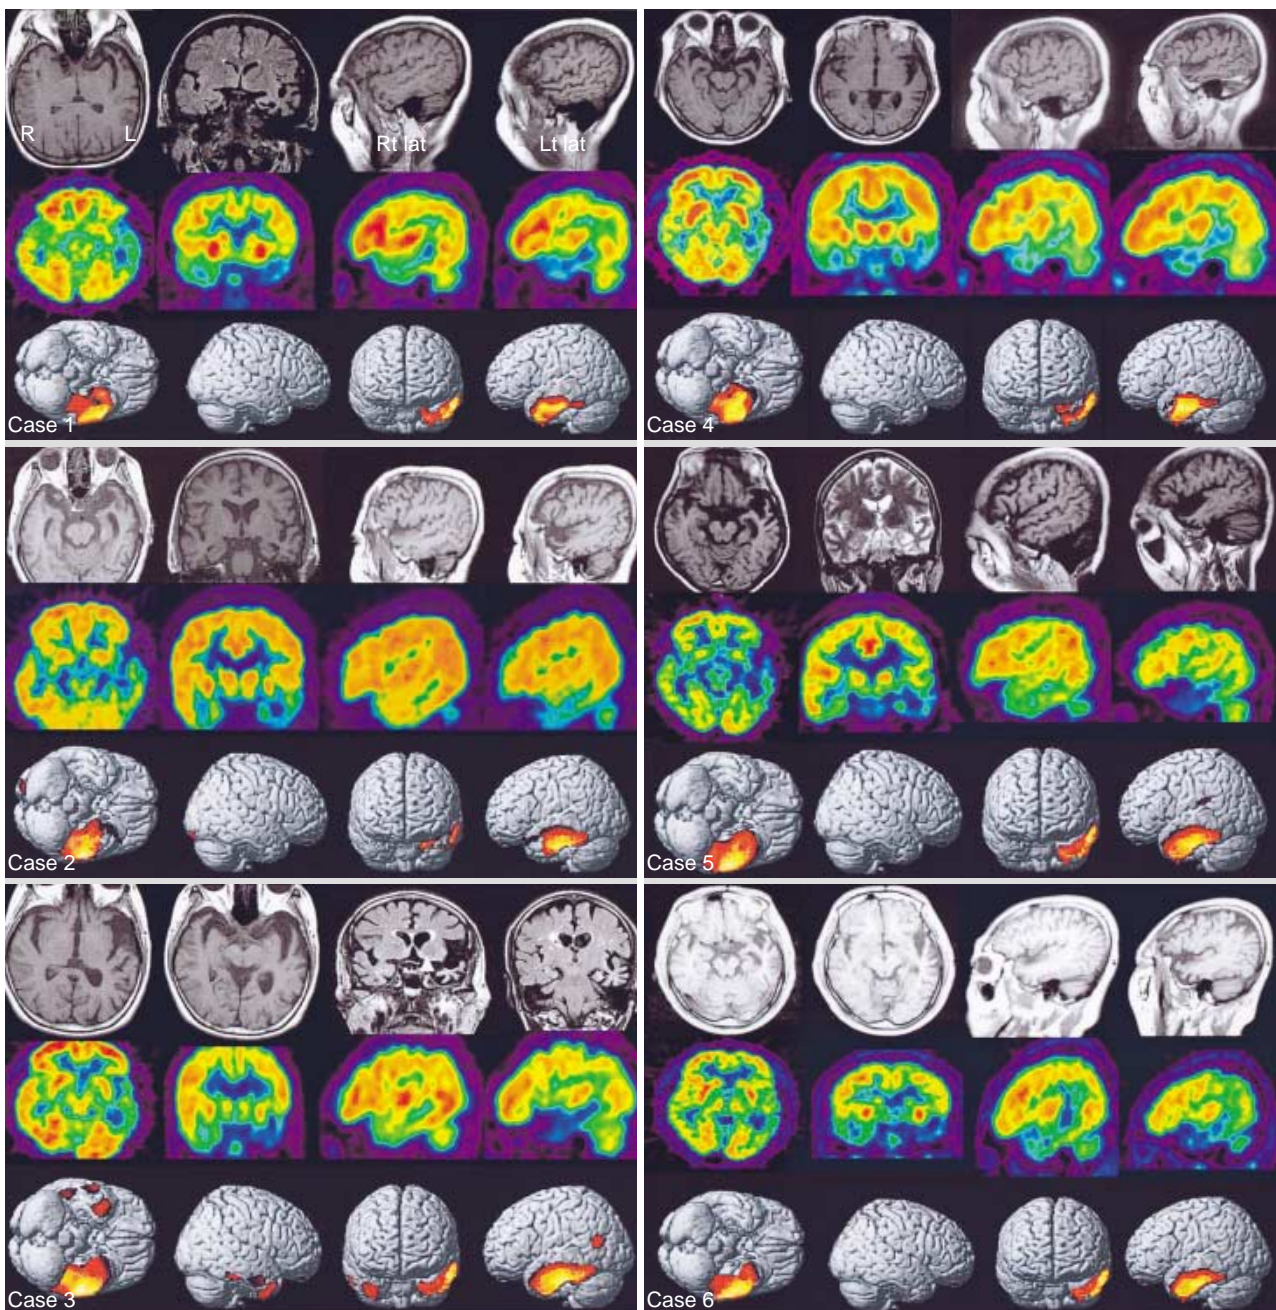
Brain MRI (upper column), FDG-PET (middle column) and rendering images of brain FDG-PET findings (lower column) in each patient with semantic dementia.
